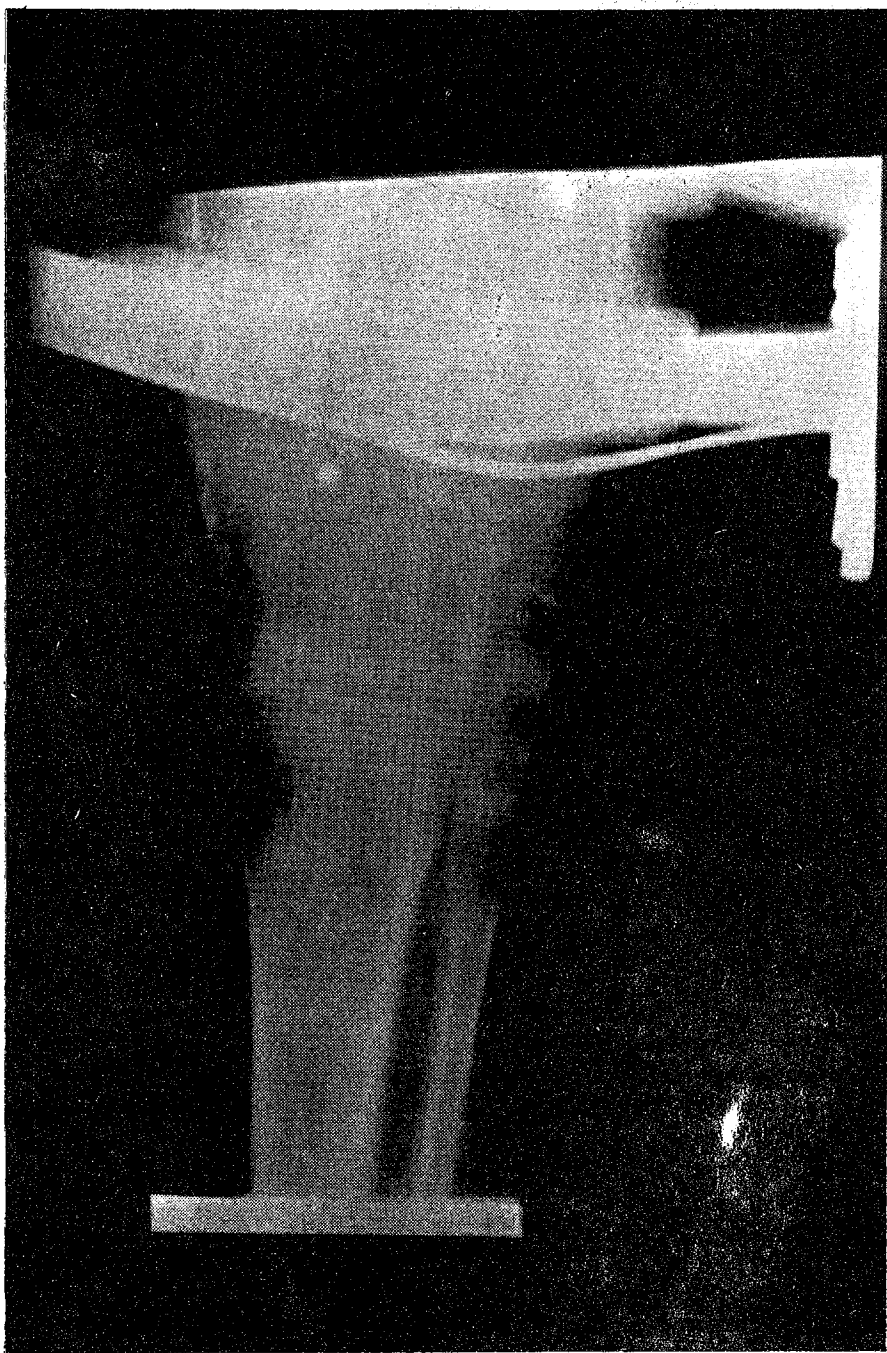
Radiografía que muestra la formación del callo óseo (día 75) luego del alargamiento (Caso 1).
